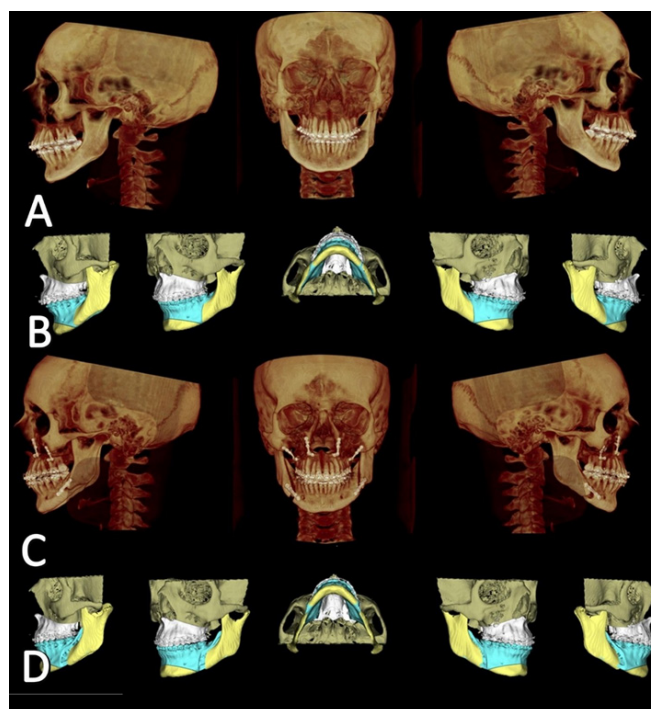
(A) Reconstrução 3D da tomografia helicoidal pré-operatória (B) Crânio composto para diagnóstico (C) Reconstrução 3D da tomografia helicoidal pós-operatória (D) Crânio composto com os movimentos planejados após planejamento virtual
